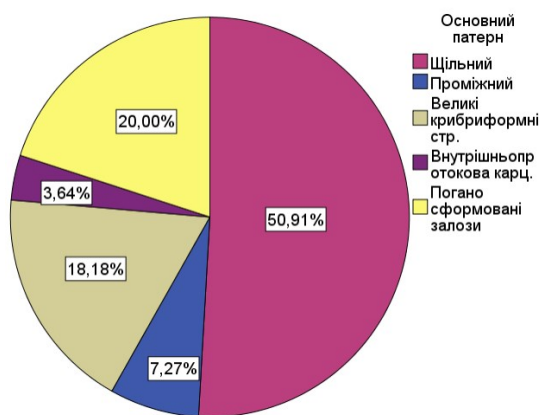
Діаграма частоти основного гістологічного патерну у хворих на РПЗ та позитивним результатом МРТ (PI-RADS 4-5)
